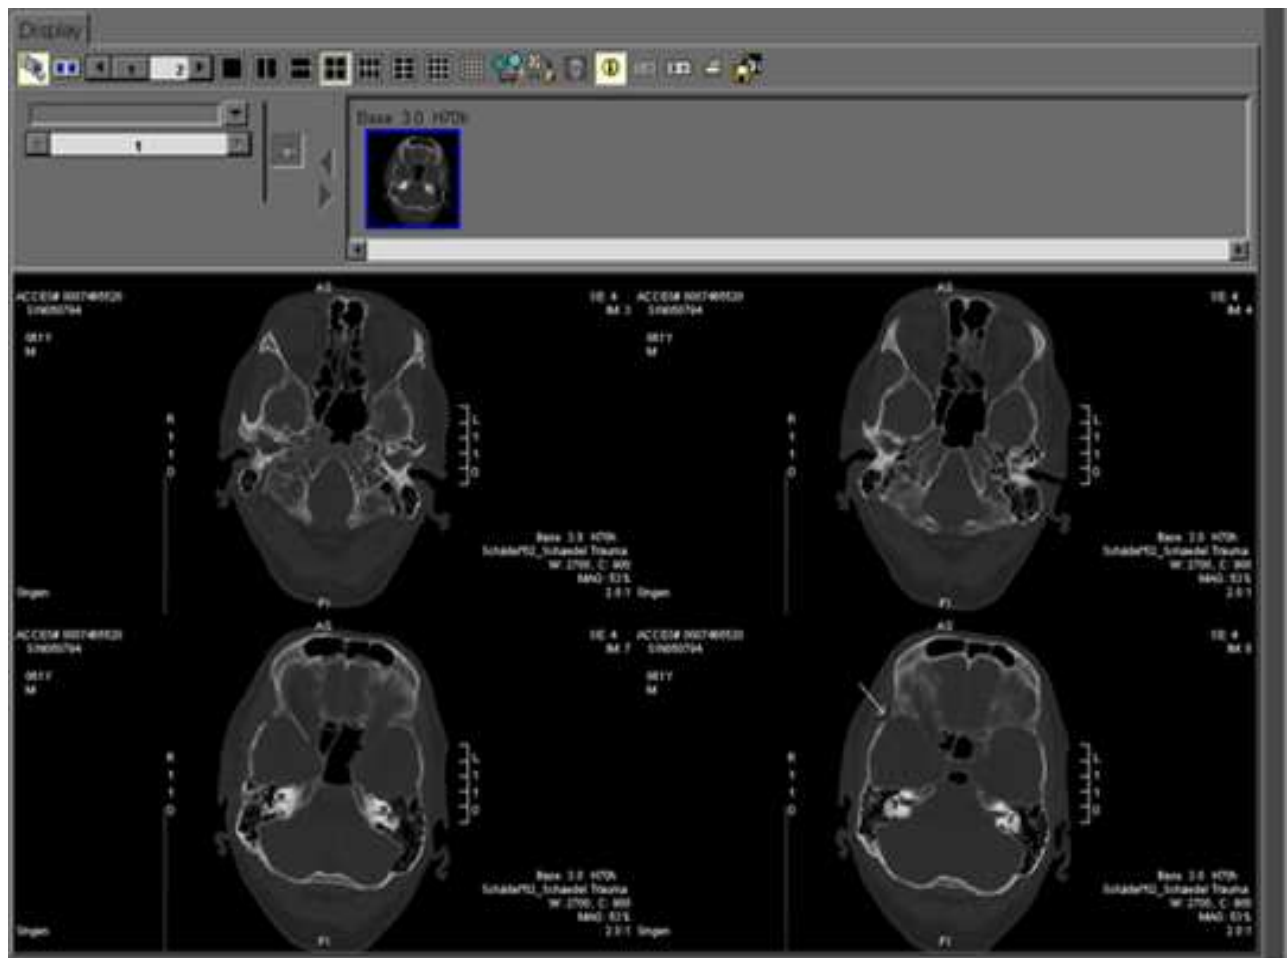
gesendete CT-Aufnahme eines Schädels auf dem Bildschirm im Zentrum
